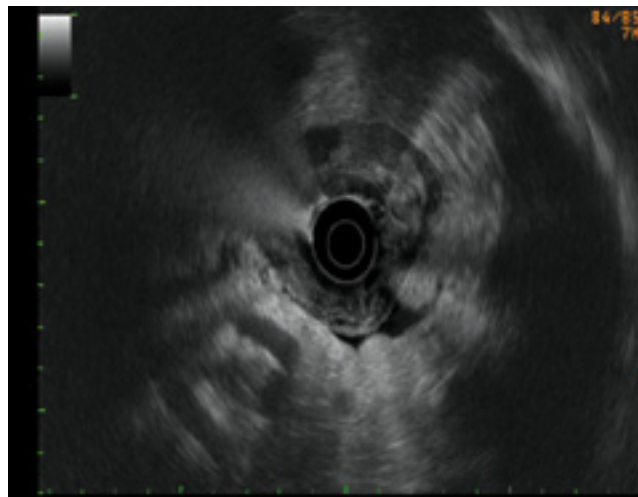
Pequeña cantidad de ascitis no detectada por TAC. Cinco meses después desarrollo carcinomatosis peritoneal
